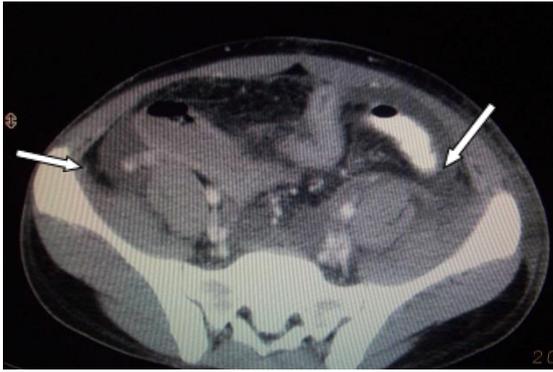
TC con imágenes de líquido libre (flechas) sin lesión de órgano sólido. Este paciente presentaba una lesión intraperitoneal de vejiga.
